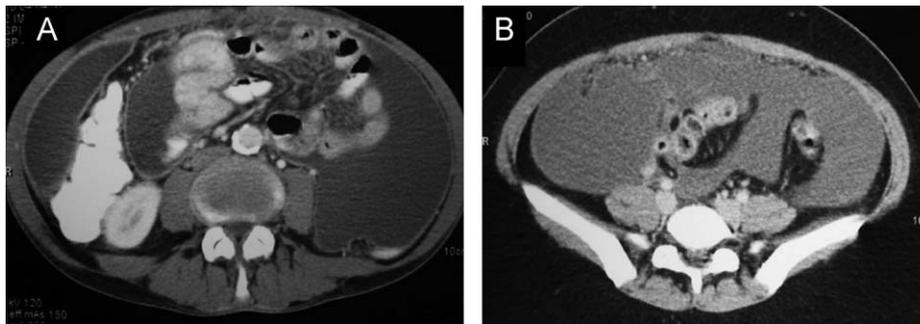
TAC abdominal. A) Ascitis tabicada con engrosamiento peritoneal y epiploico (caso 4). B) Ascitis libre (caso 7).
